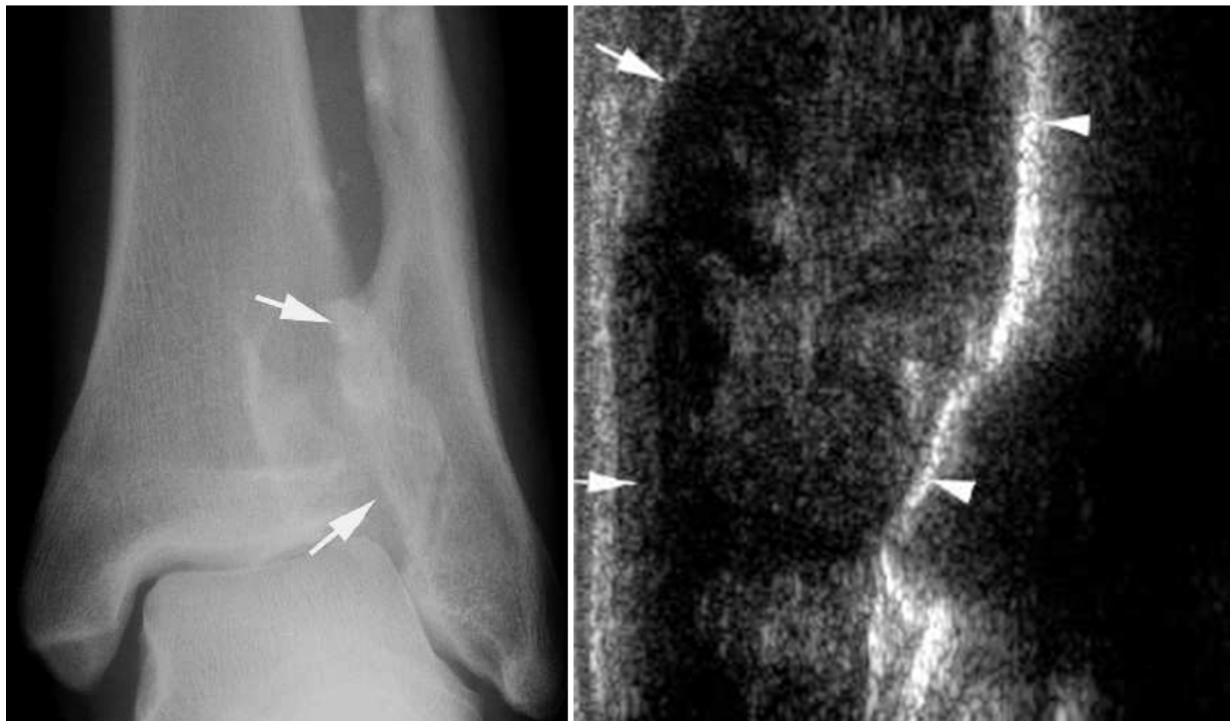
radiographie de face de la cheville montrant un ostéochondrome sessile de la fibula (flèche). L'image correspondante en échographie révèle une masse (flèches) épaisse hétérogène naissant à la surface de l'ostéochondrome (têtes de flèche) : chondrosarcome périphérique [10]
